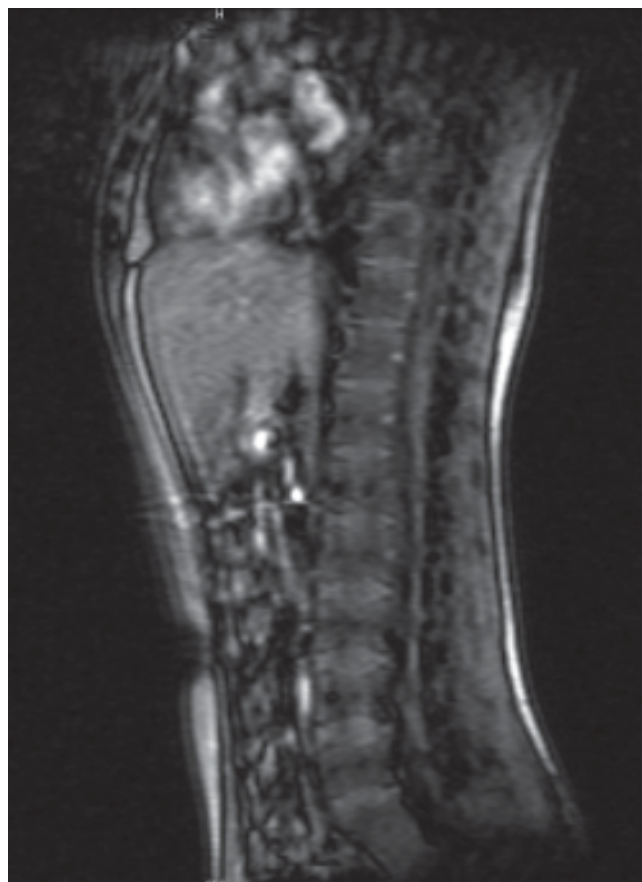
RMN en vista lateral del abdomen que muestra un gran sarcoma de Ewing del íleon que se proyecta hacia adelante.
